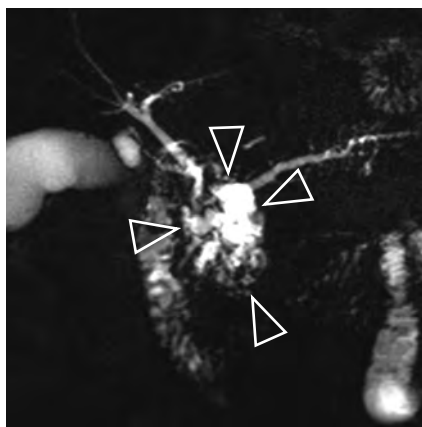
Exemple d'exploration par bili-IRM d'une volumineuse TIPMP de la tête du pancréas (têtes de flèches). Il s'y associe d'autres localisations corporeo-caudales de petite taille, et une augmentation de calibre du canal pancréatique principal
